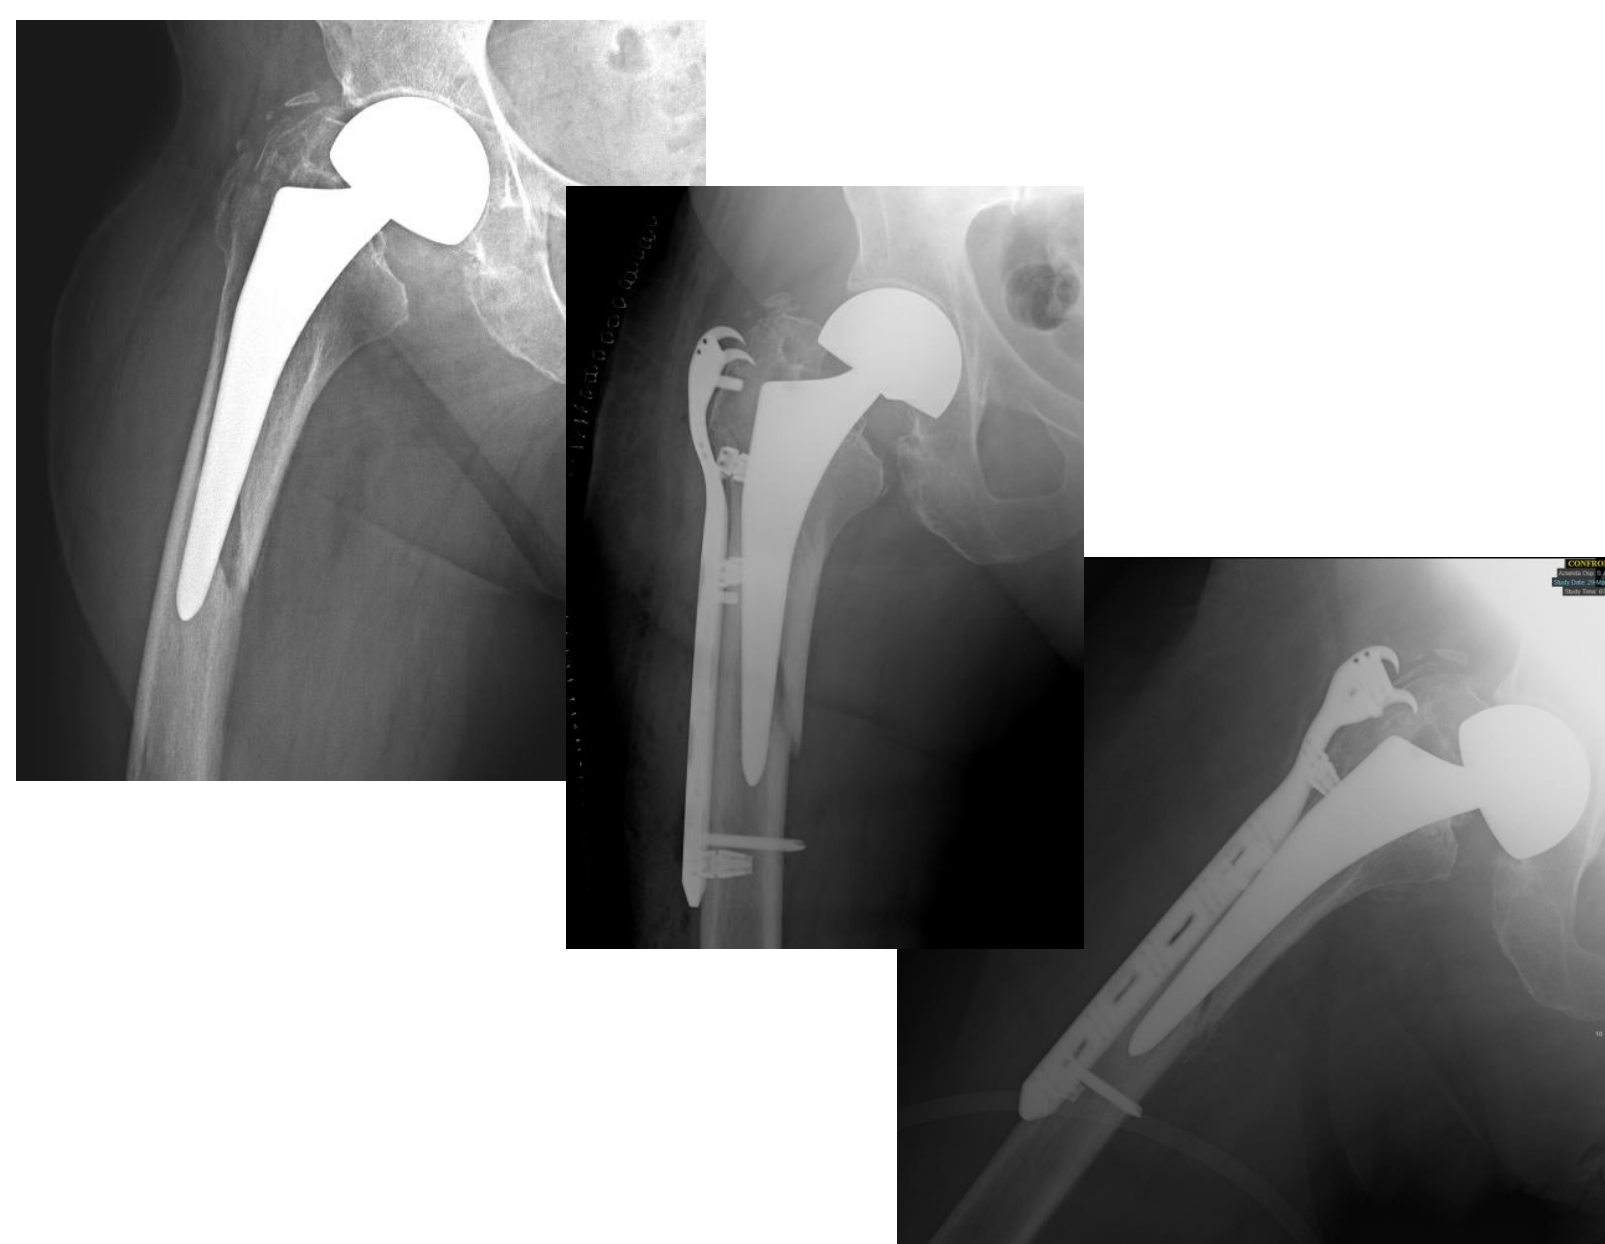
Radiografie pre, post operatorie e a 30 giorni. Paziente donna 83 anni Vancouver B1
